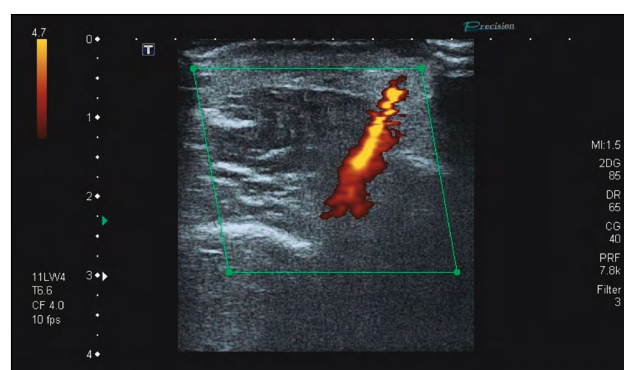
Ecografía Doppler de un vaso hipertensivo.
